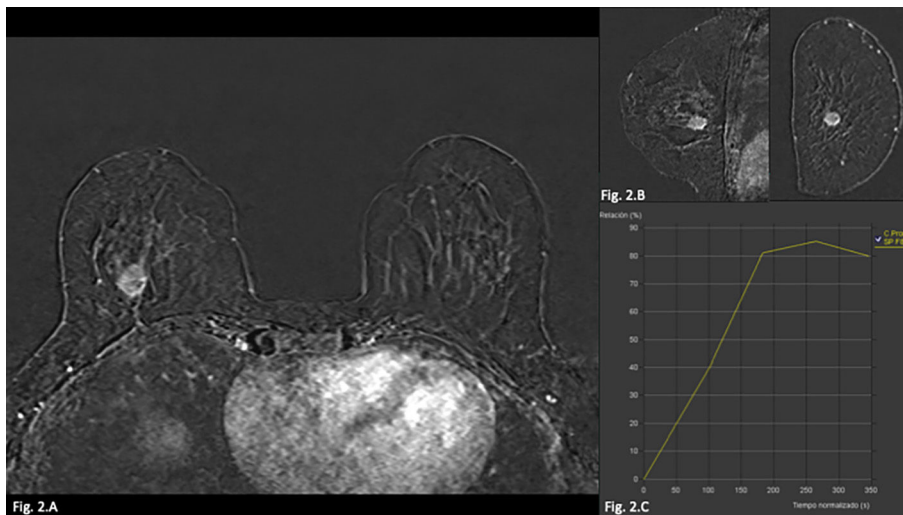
Resonancia magnética de mama, estudio dinámico EG 3D tras la administración de gadolinio. A) Plano axial de ambas mamas. B) Plano sagital y coronal de la mama derecha, que muestran un nódulo con margen irregular y realce heterogéneo. C) Curva dinámica con crecimiento progresivo y posterior meseta (curva tipo II).
